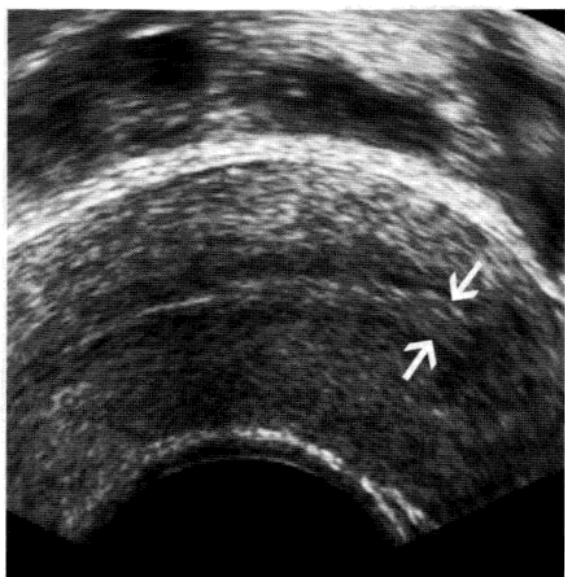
子宫内膜的正常 TVS 表现。利用阴道内超声在正中矢状位层面，测定高回声的子宫内膜最厚部位的内膜厚度（箭头），排除低回声的内层子宫肌层。测量子宫内膜的两叶（一侧基底层至另一侧基底层），除外子宫内膜液体。
